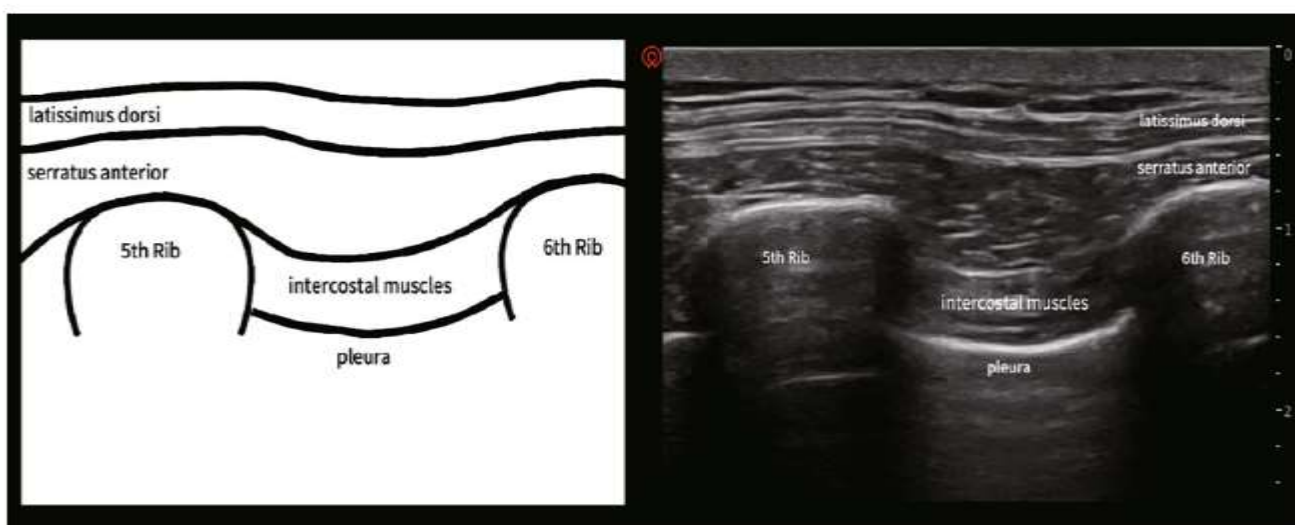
Plano anatómico y ultrasonográfico del bloqueo del plano serrato anterior. Tomada de Chen, J., Yang, X., Gu, H., Chai, X., y Wang, D. (2021). The role of Serratus Anterior plane Block During in Video-Assisted Thoracoscopic Surgery. *Pain and Therapy*, 1054.
